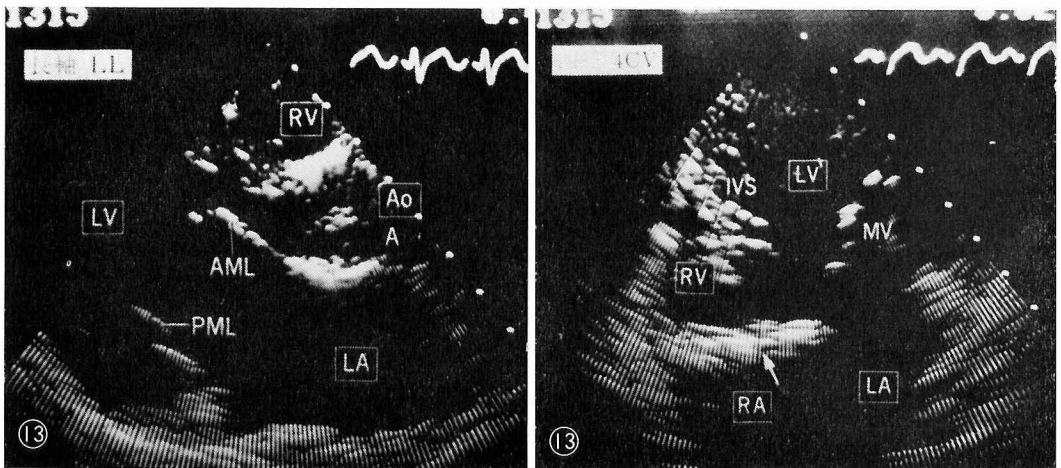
三尖弁閉鎖¹³⁾より引用 本来の三尖弁位の動かないエコーを矢印に示す。Ao; aorta, AML; anterior mitral leaflet, IVS; interventricular septum MV; mitral valve, LA; left atrium, LV; left ventricle, PML; posterior mitral leaflet, RA; right atrium, RV; right ventricle
